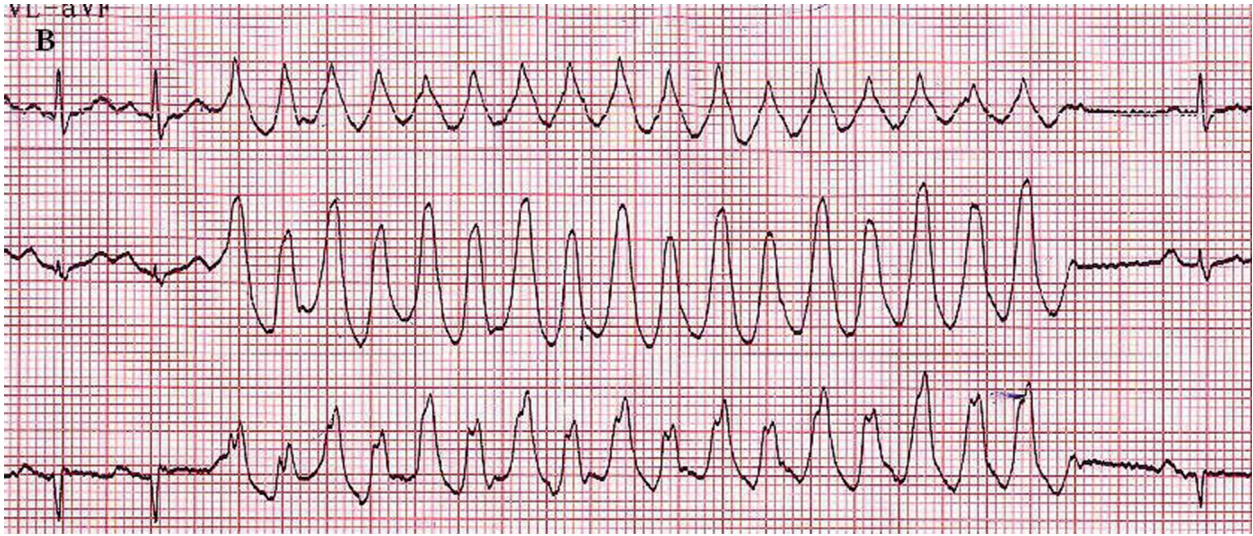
Holter elektrokardiyografide ventrikül taşikardisi atağı
